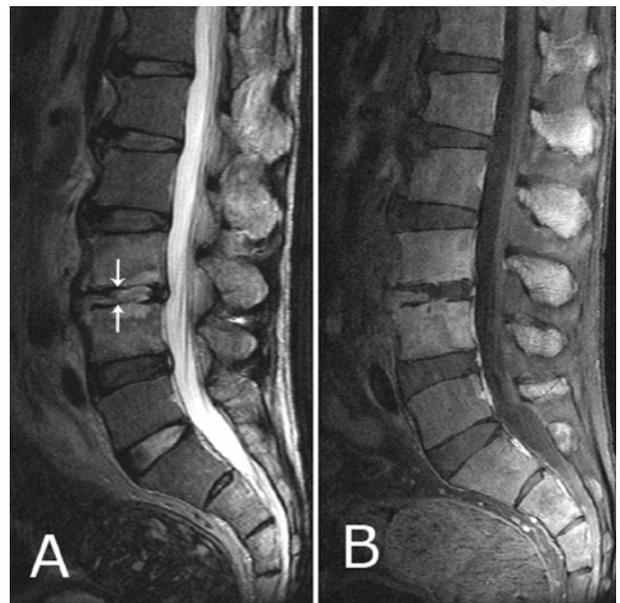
MR imaging of 3 weeks after proper antibiotics treatment. A) Sagittal T2-weighted image shows decreased height of the intervertebral space in L3-4 (arrow). B) Sagittal enhanced T1-weighted image shows increased signal intensity on L3 and L4 vertebral bodies.
